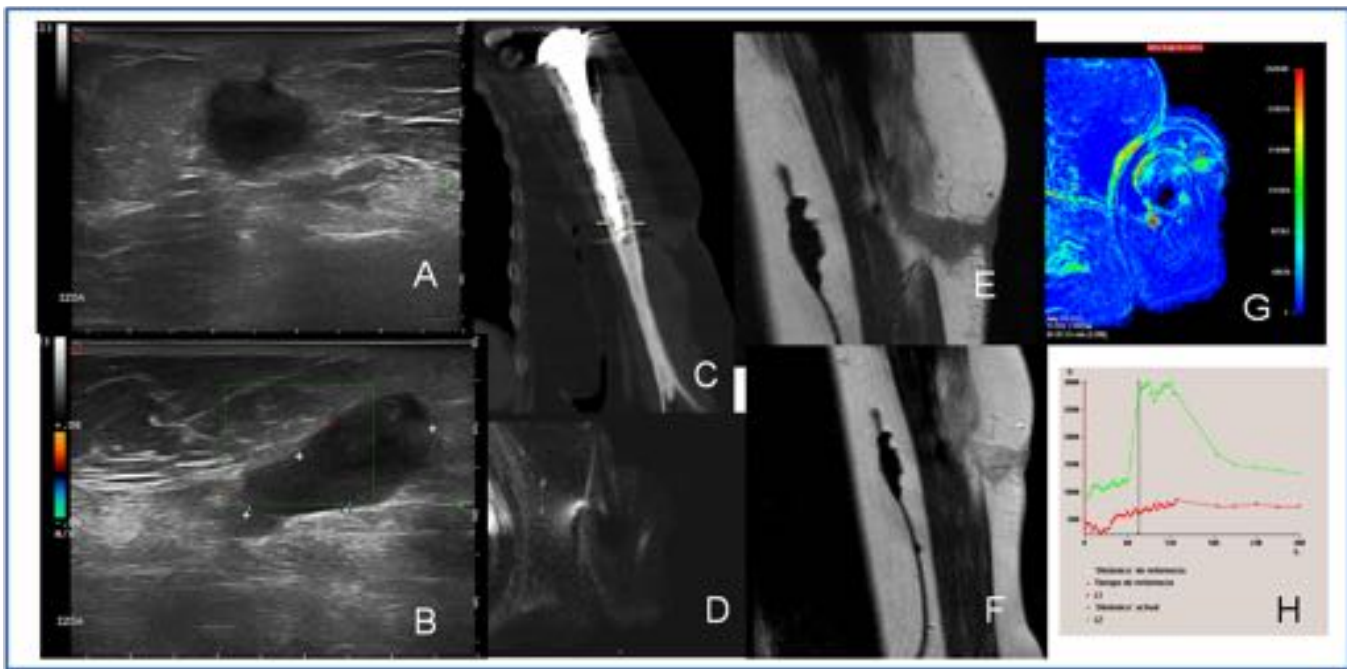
Mujer de 64 años con prótesis en el hombro y ulceración cutánea. FISTULA CUTÁNEA SECUNDARIA A OSTEOMIELITIS. En ecografía, se muestra colección avascular adacente al húmero. En la imagen de TC, se identifica aumento de partes blandas periprotésica con retracción cutánea. En RM se han usado secuencias con reducción de artefacto ferromagnético (MARS) potenciadas en T1 pre y postcontraste. Secuencia de Perfusión con escaso realce en meseta respecto a la arteria humeral.
